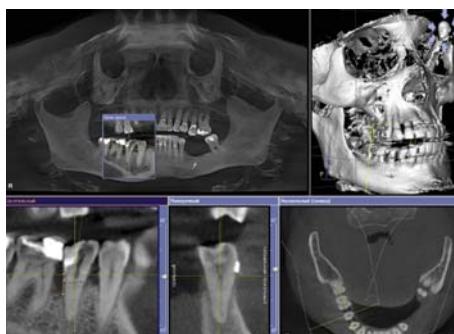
ХГП тяжелой степени тяжести. ЗД КТ, нижняя челюсть.
